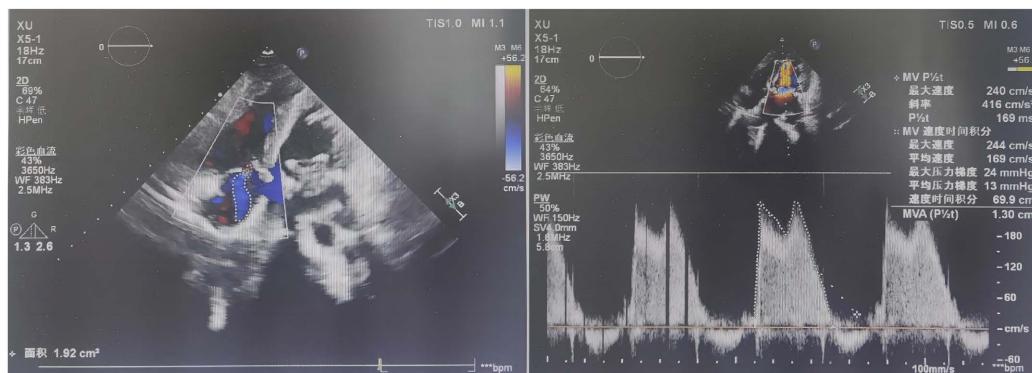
Cardiac ultrasound after operation indicated that the mitral valve was artificial biological valve replacement, the artificial biological valve position was normal, with no paravalvular leakage and regurgitation, and the mitral valve was biological valve stenosis waiting for discharge; mild reflux after tricuspid valve plasty
